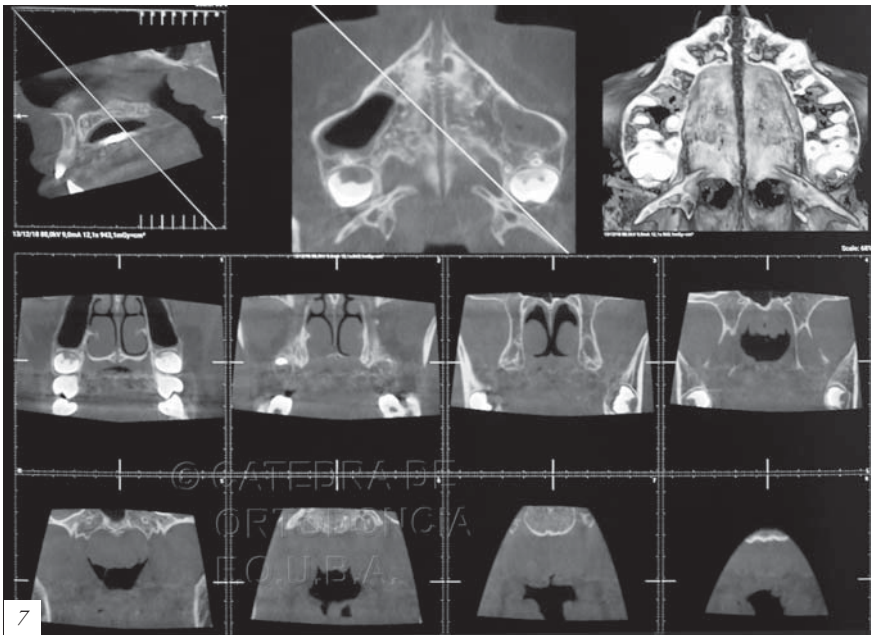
TAC post expansión.
